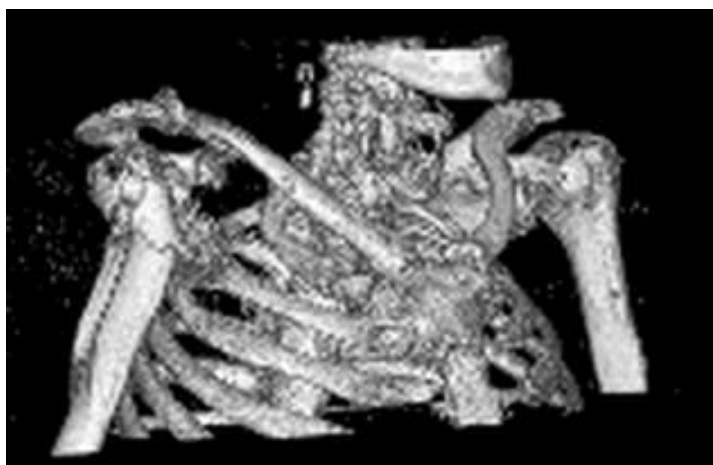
Reconstrucție 3D a tomografiei computerizate – fractură complexă humerus proximal
